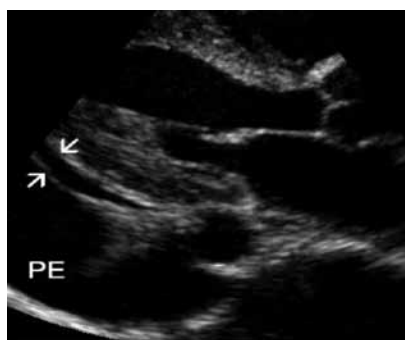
Pericardial vs. Pleural effusions in the parasternal long axis view of the heart.
